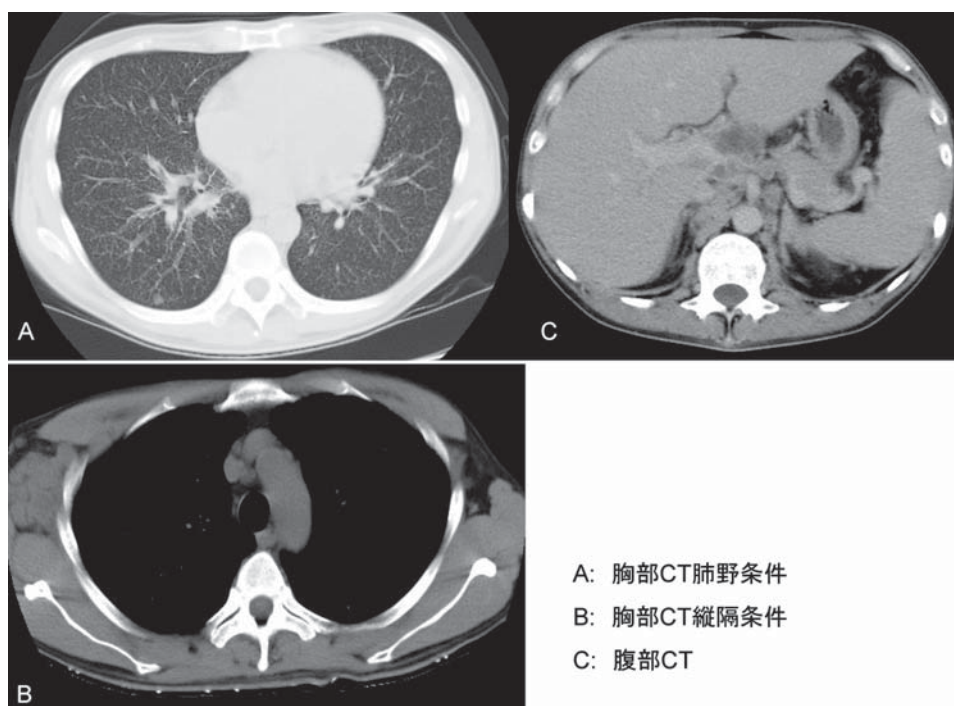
入院時，胸・腹部CT。(A)両側肺野にびまん性に微細粒状陰影が拡がり，(B)多数の縦隔リンパ節が最大径20mm大まで腫大し，(C)多数の腹腔内リンパ節が最大径35mm大まで腫大していた。
